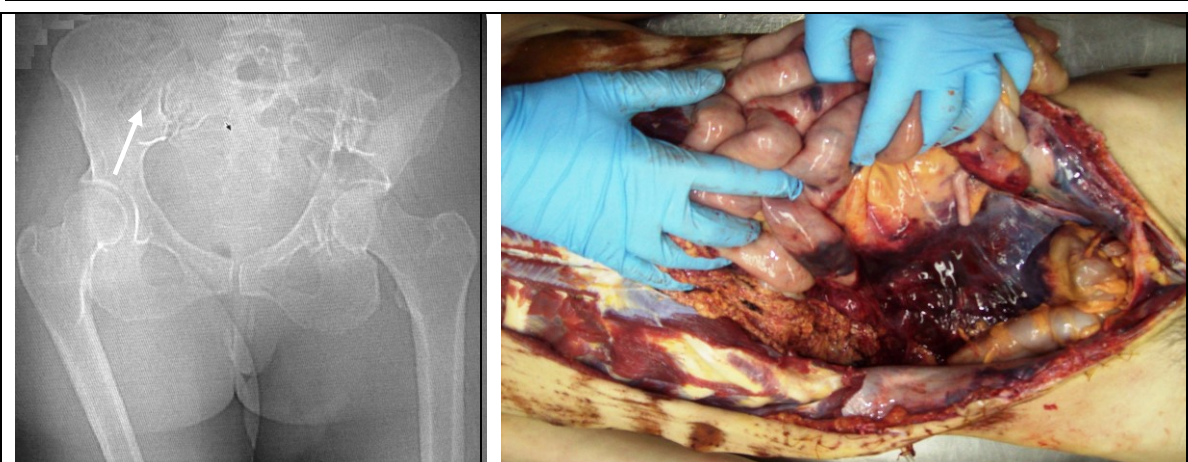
TC: fractura bazinului, HRP. Foto la autopsie: HRP masiv pe flancul drept, sursa hemoragiei - sufuziune din oasele fracturate și țesuturile moi ale bazinului.
